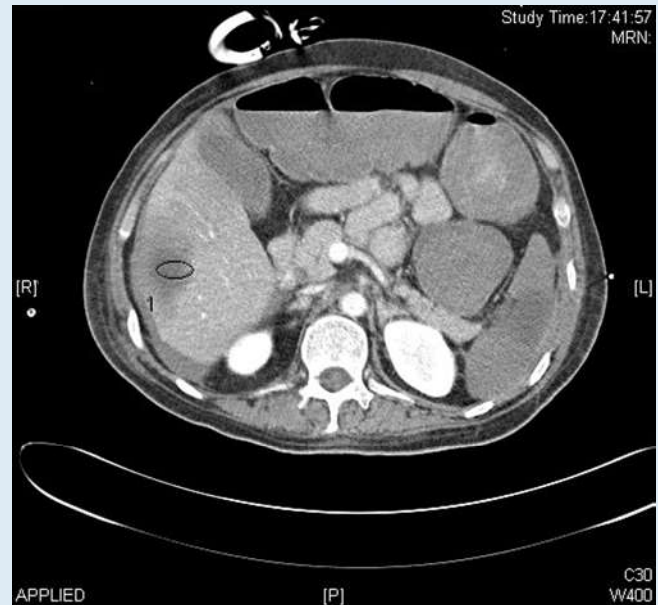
▲ In dem CT zeigt sich ebenfalls eine hypodense Läsion im Bereich Segment VI der Leber und der Milz
